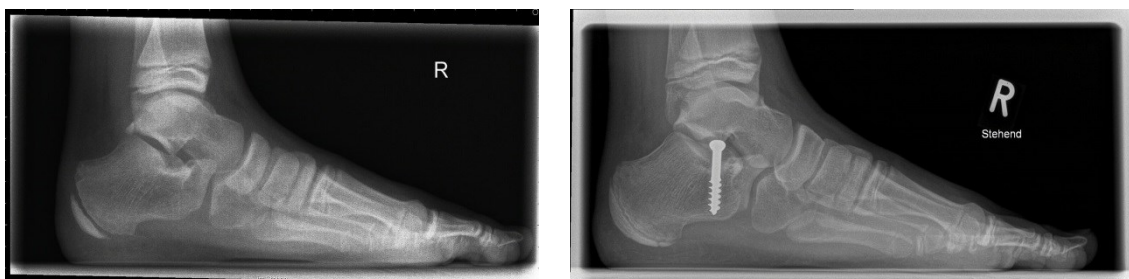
Belastete laterale Röntgenaufnahmen präoperativ (li.) und ein Jahr postoperativ (re.)
